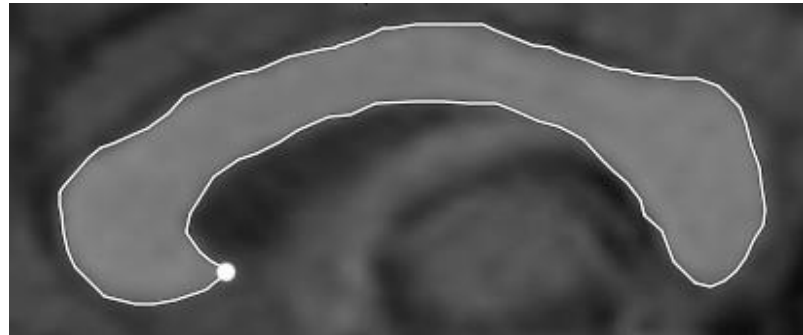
МРТ-зображення мозолистого тіла людини, окреслене по периметру білою лінією, що переривається в термінальній частині дзьоба точкою відліку при вимірюванні довжини його контурної окружності.
